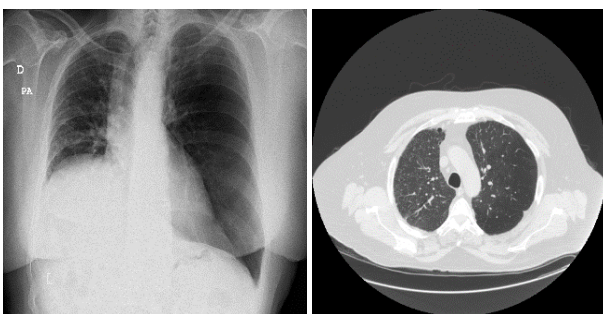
Imagen izquierda: Rx de tórax con mejoría de cuadro neumónico con elevación de hemidiafragma derecho. Imagen derecha: TC torácico que muestra resolución de infiltrados pulmonares bilaterales
